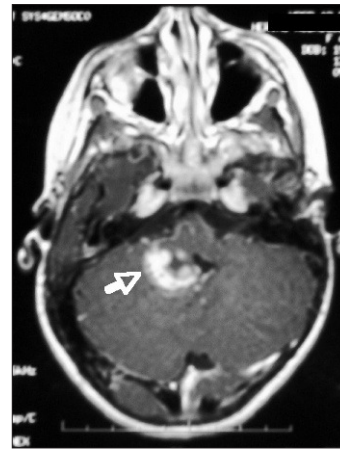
Imagen de resonancia magnética en corte axial donde se visualiza un tumor con origen en el pedúnculo cerebeloso derecho.
